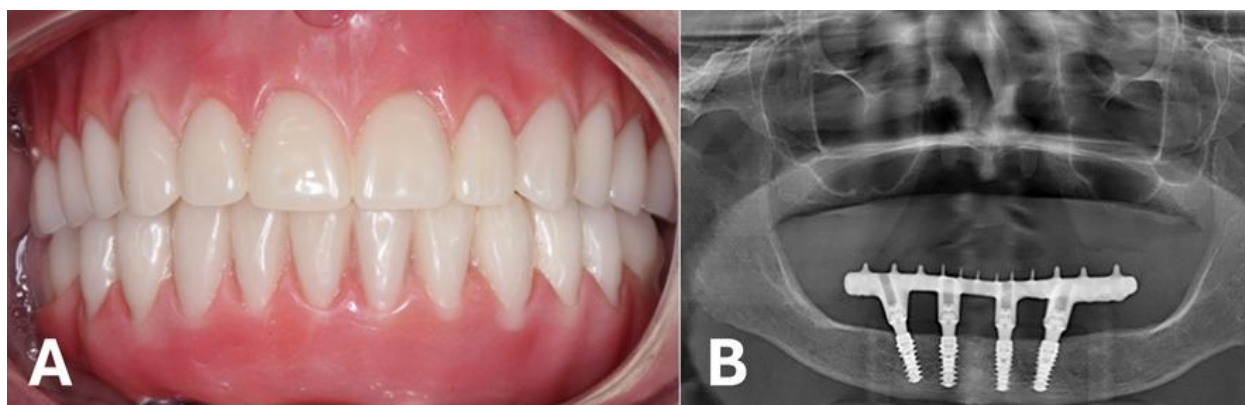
A- Aspecto frontal em oclusão das próteses após instalação; B- Radiografia panorâmica pós-operatória imediata.
